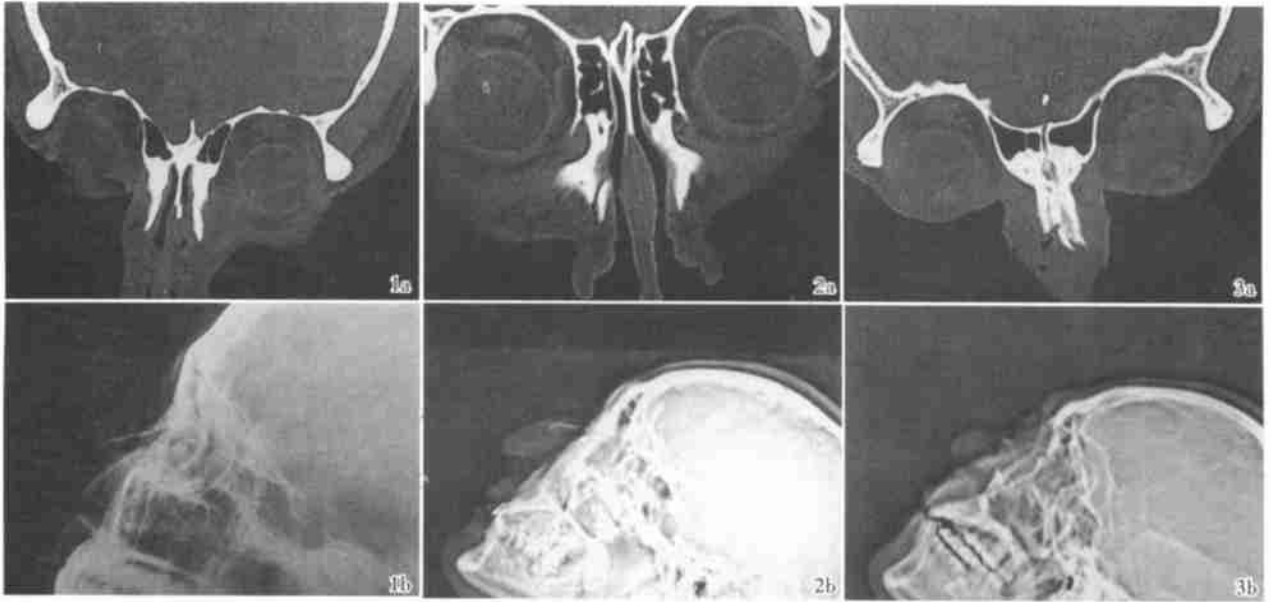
1a为CT冠状位扫描显示鼻中隔和左侧鼻翼骨折,1b为同一患者鼻骨X线侧位片显示鼻骨远端似乎有骨皮质中断,但不能确诊;图2 2a为CT冠状位扫描显示右侧鼻翼骨皮质中断,2b为同一患者鼻骨X线侧位片显示鼻骨骨皮质连续,未见骨折线影;图3 3a为CT冠状位扫描显示两侧鼻骨及鼻中隔骨皮质中断,骨折线明显,3b为同一患者鼻骨X线侧位片显示鼻骨不能充分显示,不能诊断为鼻骨骨折
